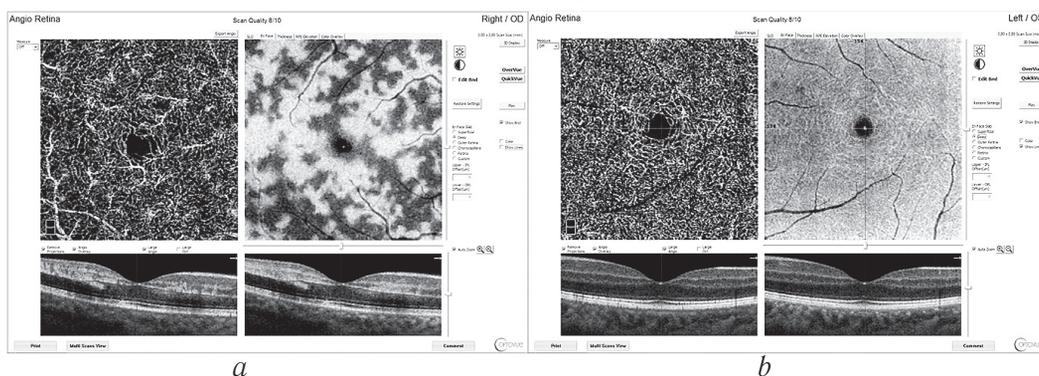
Данные оптической когерентной томографической ангиографии сетчатки обоих глаз, демонстрирующие ишемический отёк сетчатки на правом глазу; *a* — правый глаз, *b* — левый глаз
